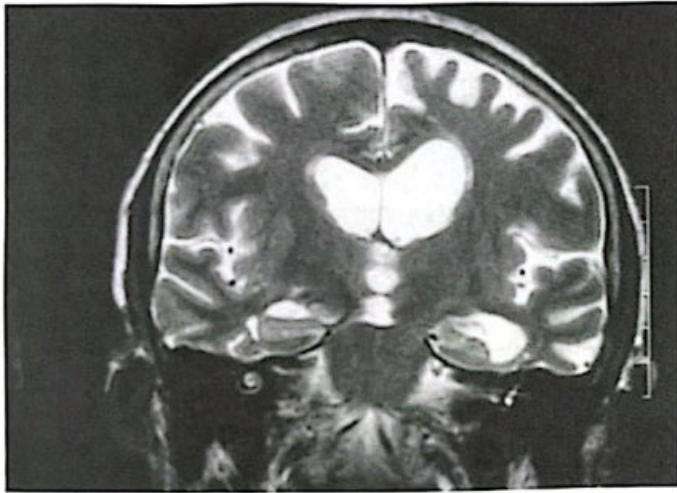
RM de crânio no plano coronal ponderada em T2 perpendicular ao hipocampo em topografia do terceiro ventrículo, mostra uma atrofia temporal medial bilateral, caracterizada por redução da altura dos hipocampus, dos giros parahipocâmpais, dilatação das fissuras coróideas e cornos temporais.
